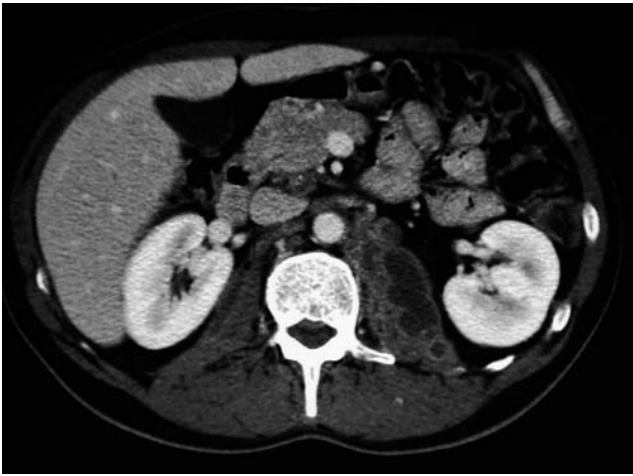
Contrast-enhanced computed tomography (CT) of the abdomen. CT shows the presence of a hypodense, multilocular lesion in the left psoas muscle surrounded by a slightly hyperdense capsule, partially deforming the psoas muscle profile.
